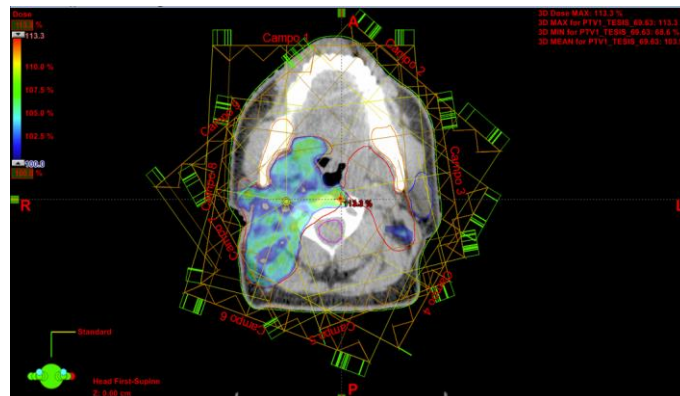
Distribución de dosis en un corte axial de las imágenes de la CT utilizadas en la planeación del paciente 1 de Cáncer de Orofaringe con la técnica IMRT.
